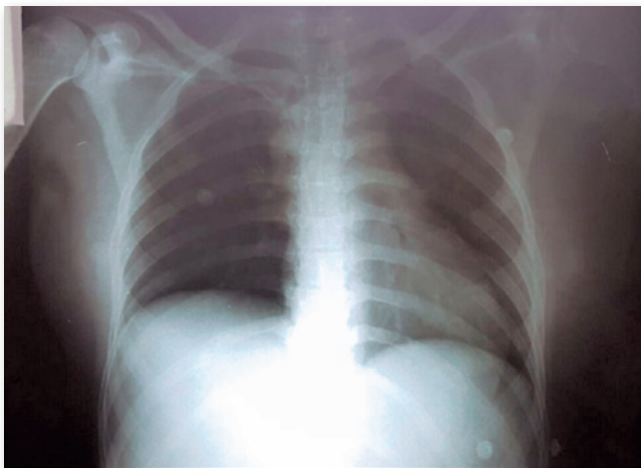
Índice cardiotorácico com aumento discreto e nítida redução da trama vascular pulmonar em radiografia de tórax.
